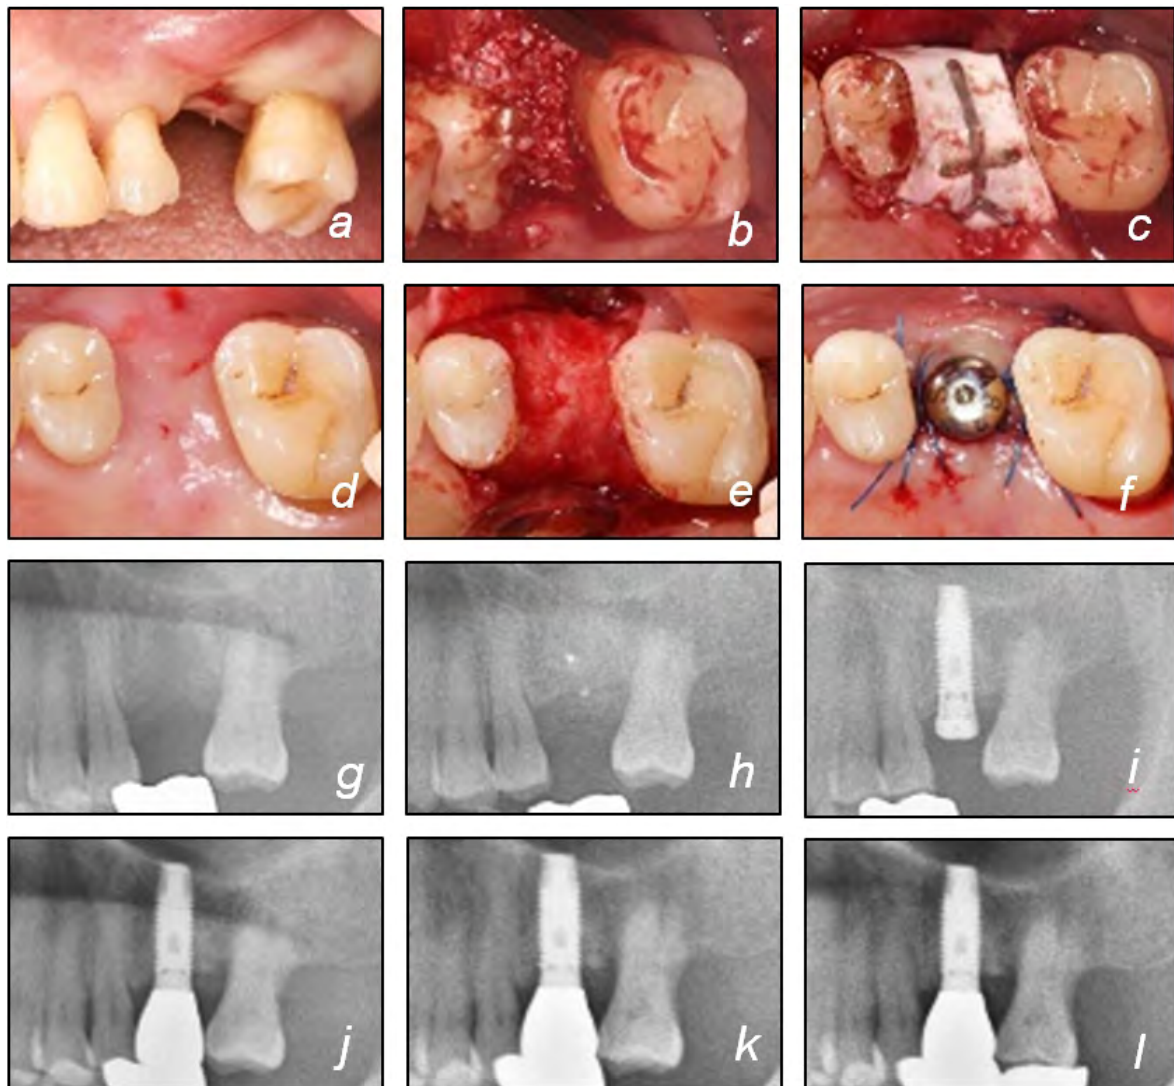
Case 2. Clinical view of (a) pre-operation, (b, c) vertical augmentation, (d~f) post-operation 7 months and implant installation. Radiographic view of (g) post-extraction, (h) post-augmentation, (i) post-implant installation, (j) post-operation 4 years, (k) post-operation 9 years, (l) post-operation 11 years.
